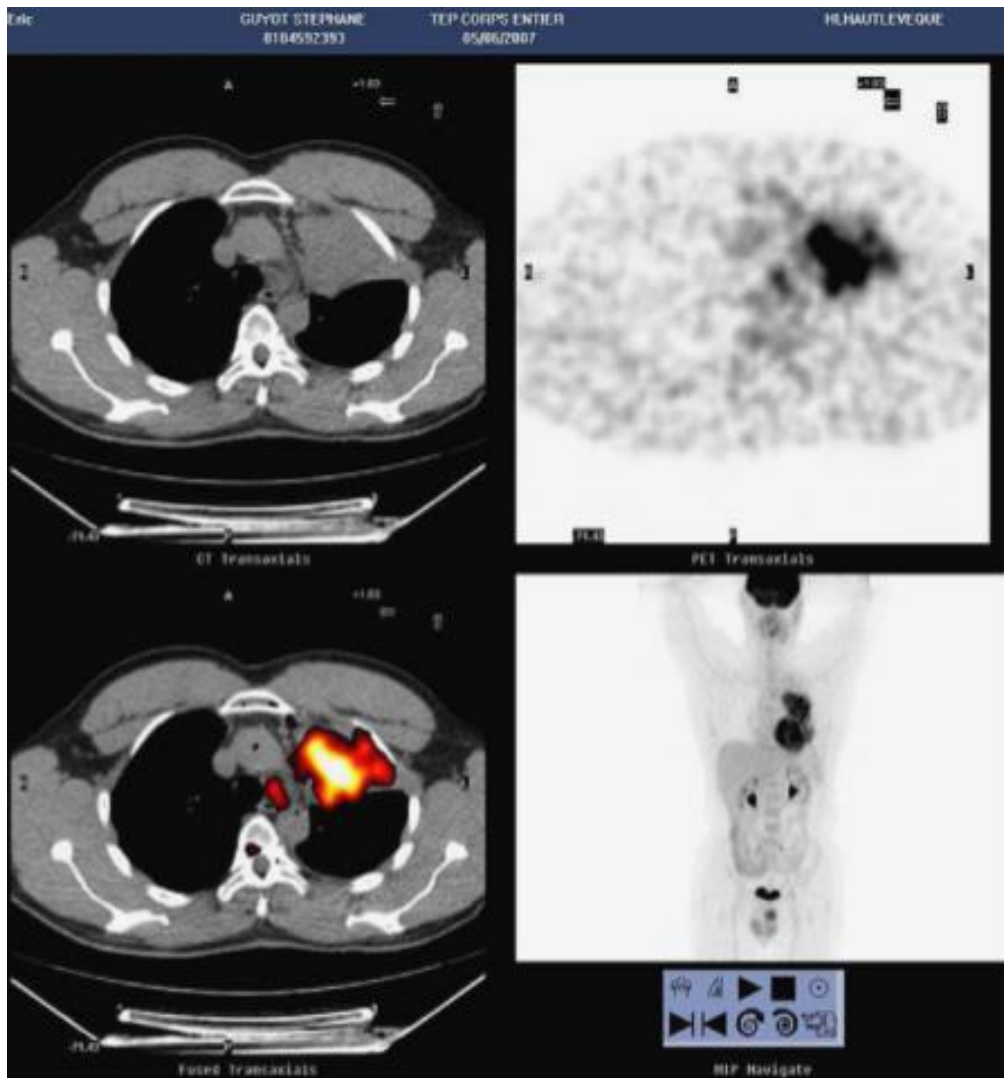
PET SCAN montrant des métastases pulmonaires bilatérales [118].
